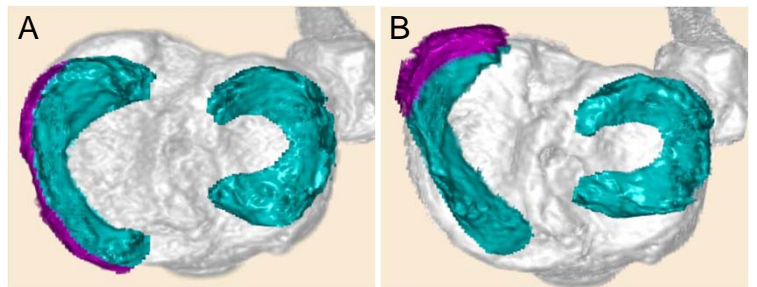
Open MRIを用いたMMPRTの半月板動態解析
